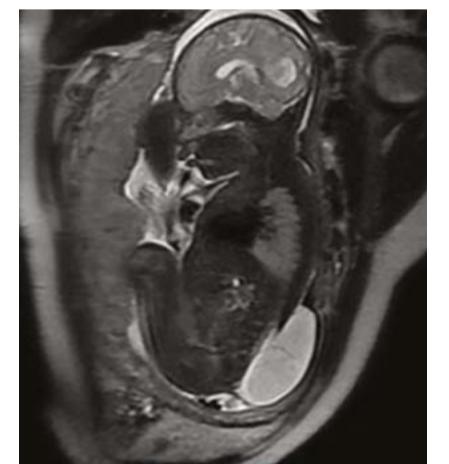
Визуализация ММЦ при МРТ
